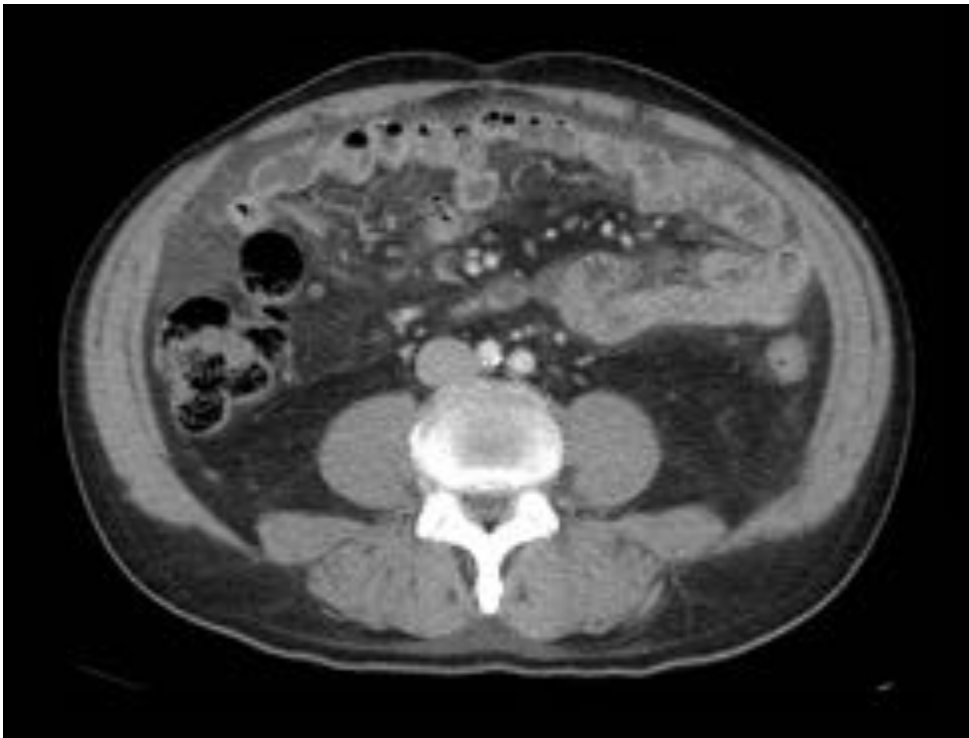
CASO 8 - TC – CTAP. Alteración densitométrica de la grasa peritoneal.
